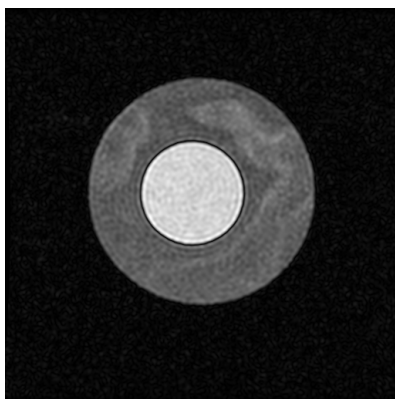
Fantôme IRM contenant de l'huile et de l'eau
